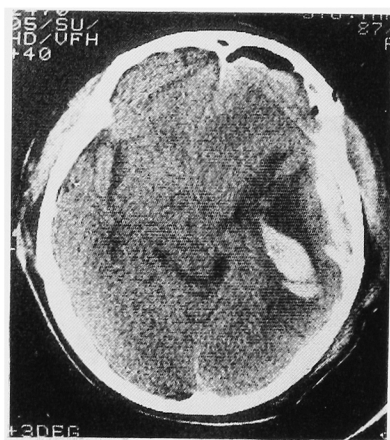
頭部 CT. 右側頭葉から側脳室に張り出した 7×3 cm の腫瘍を認める。
